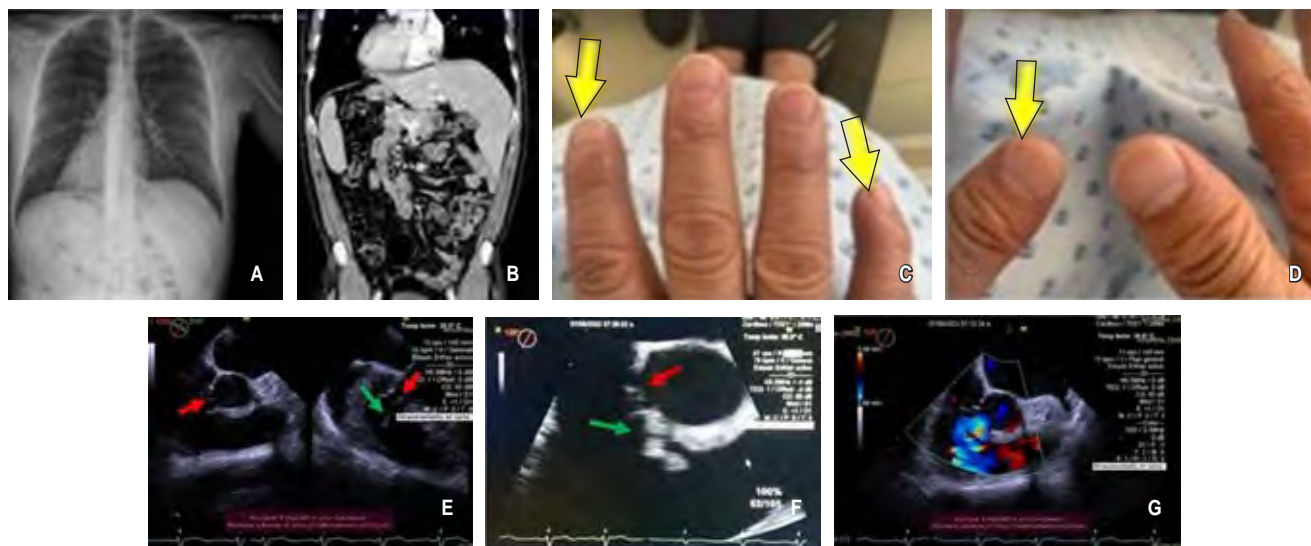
A y B) Radiografía de tórax y corte coronal de angiografía contrastada que confirman el situs inversus. C y D) Ambas manos del paciente que muestran hemorragias en astilla subungueales (flechas amarillas). E y F) Vistas de ETE eje corto y largo donde se observa la presencia del defecto septal interventricular (flechas rojas), así como la presencia de vegetación filiforme adosada al defecto (flechas verdes). G) Modo doppler color donde se aprecia el flujo turbulento de I-D a través del defecto.
